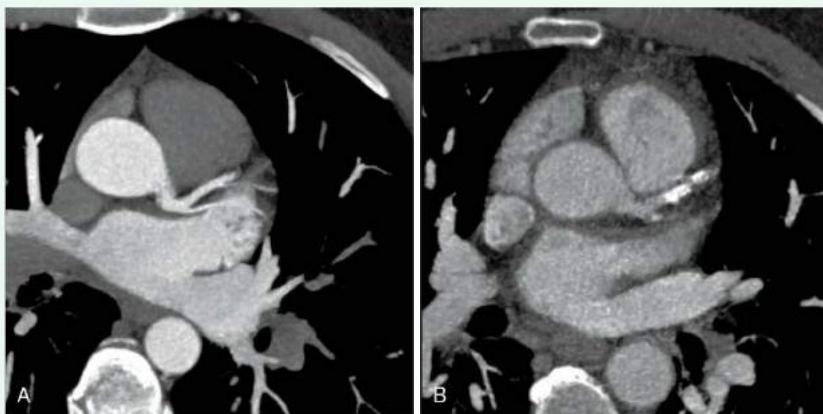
Imagen de TC en proyección de intensidad máxima (PIM) del corazón. A. Arteria interventricular anterior (descendente anterior izquierda) normal. B. Arteria interventricular anterior (descendente anterior izquierda) estenótica (calcificada).
